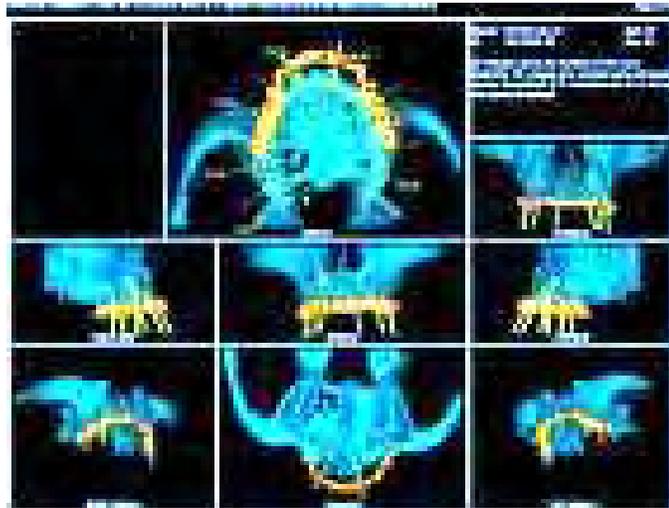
Visualización de la Férula radiológica en la tomografía computarizada.
